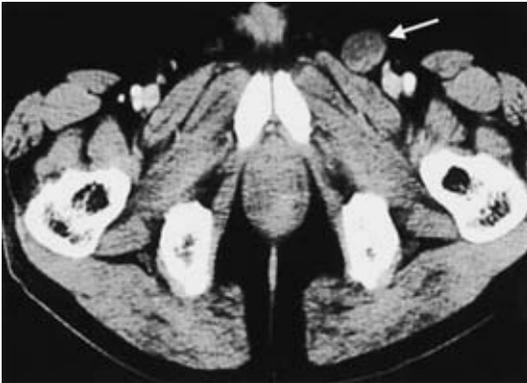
Enhanced CT scan showed a left femoral lymph node swelling (arrow).
